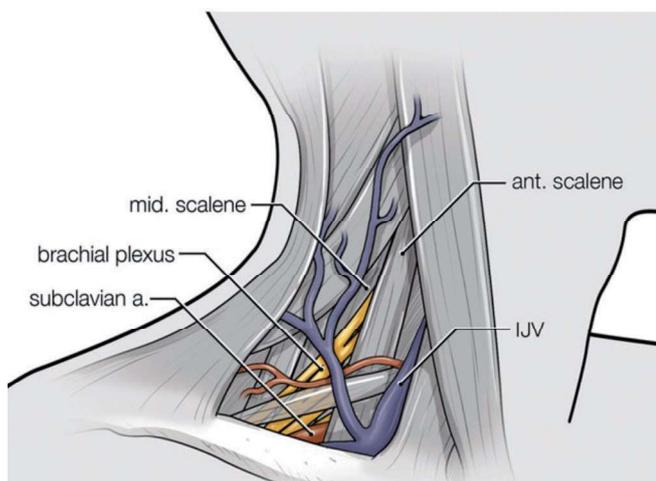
Anatomía del plexo braquial interescalénico (ant. scalene: escaleno anterior; IJV: vena yugular interna; subclavian a: arteria subclavia; brachial plexus: plexo braquial; mid. scalene: escaleno medio) Ultrasound Imaging for Vascular Access and Regional Anesthesia. Brian A. Pollard BSc, MD, MEd, FRCPC. Library and Archives Canada Cataloguing in Publication. © 2012. ISBN 978-0-9877634-0-2.
